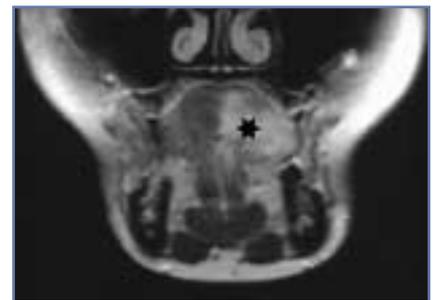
Koronarer MRI-Schnitt (T1 post Gadolinium) des Zungenkörpers mit enhancender Zone links bis zur Mittellinie, einem Plattenepithelkarzinom entsprechend (Stern).
